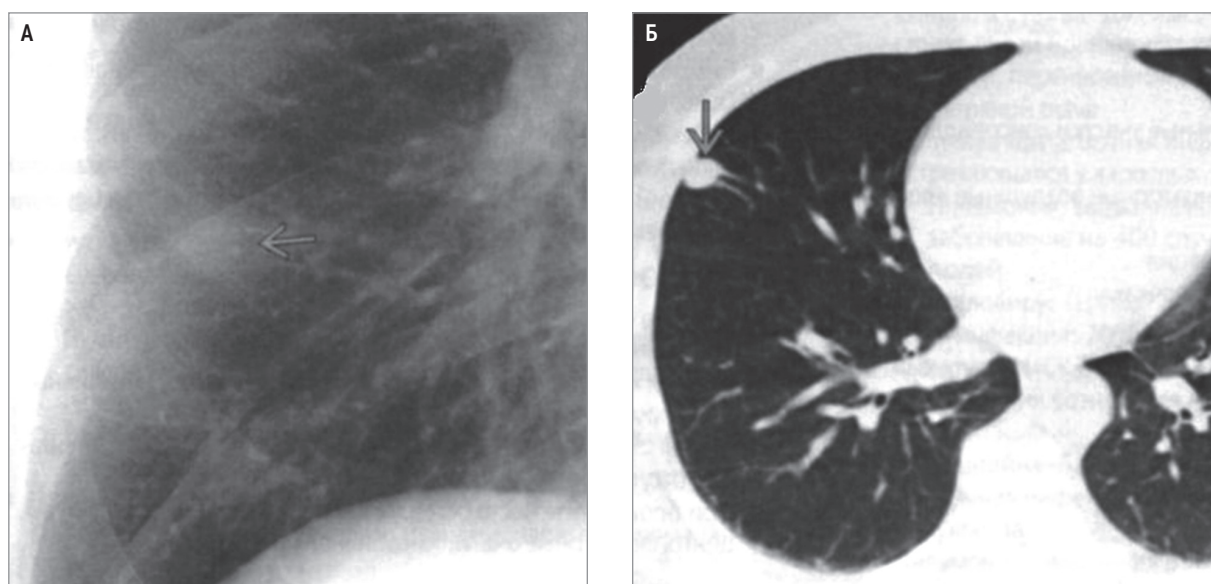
Дирофиляриоз правого легкого: А – рентгенография; Б – мультиспиральная компьютерная томография
